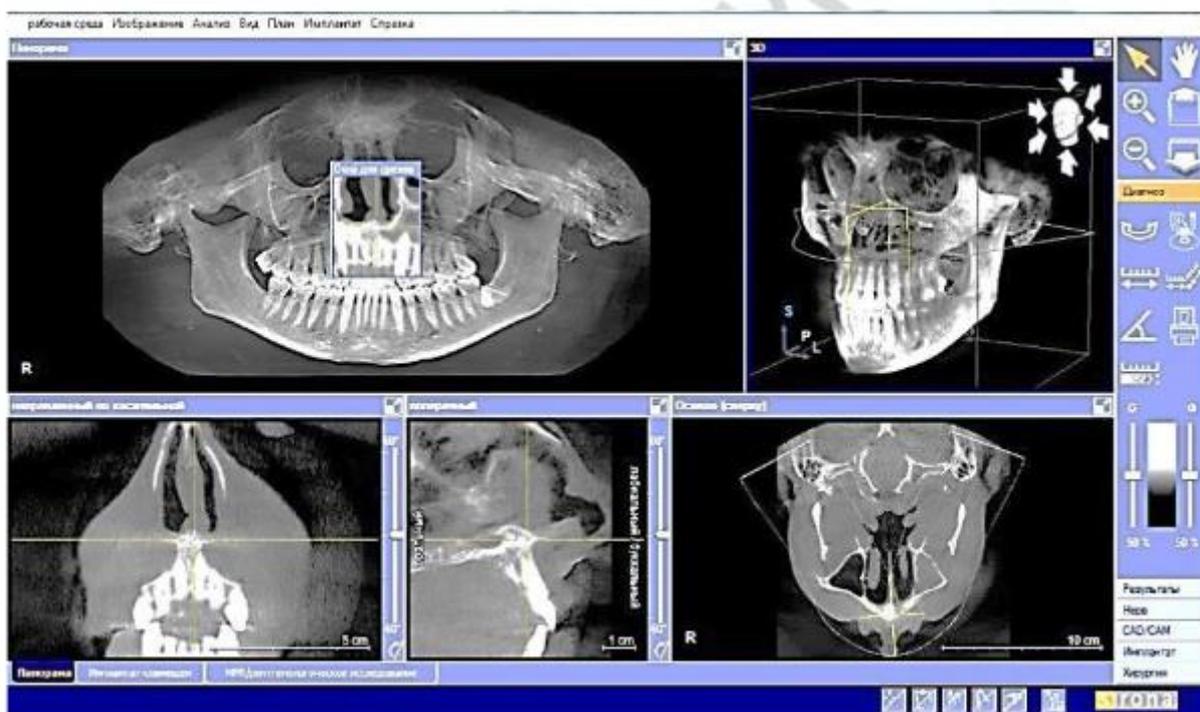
Интерфейс опции панорамной томограммы (<https://www.esproden.com/>)
